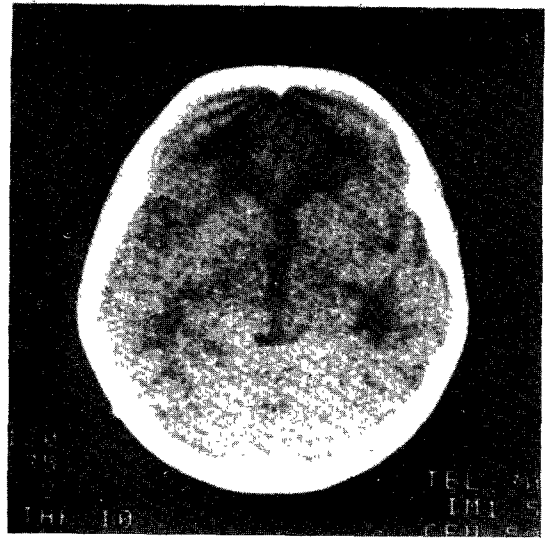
Brain CT after operation shows that complete removal of tuberculoma at right quadrigeminal plate.
